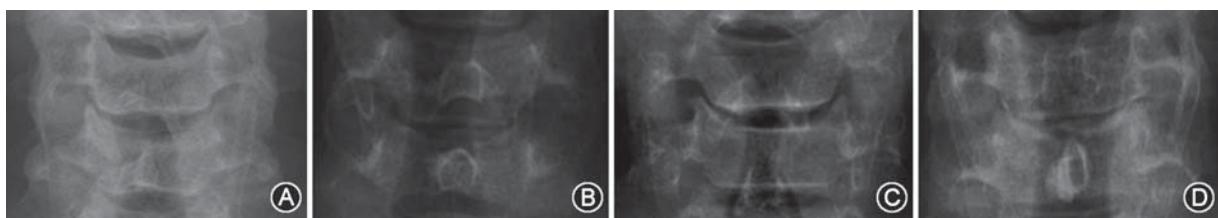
钩椎关节退变分级(X线) A:双侧0级,关节间隙正常,两侧对称,未见骨赘形成;B:左侧1级,外侧1/3关节间隙骨赘形成;C:右侧2级,中、外侧的2/3关节骨赘形成;D:左侧3级:内、中、外侧关节间隙均明显狭窄、骨赘形成
